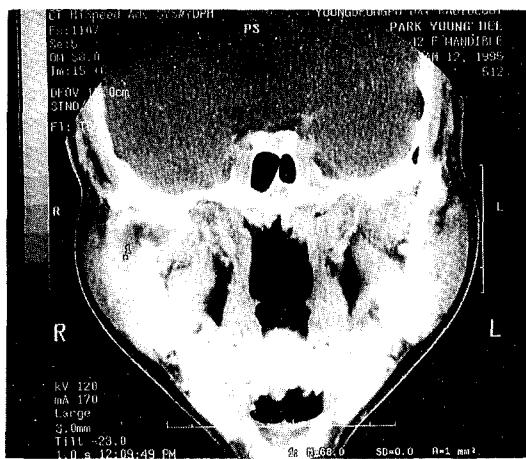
악관절부위의 전산화 단층촬영 사진
